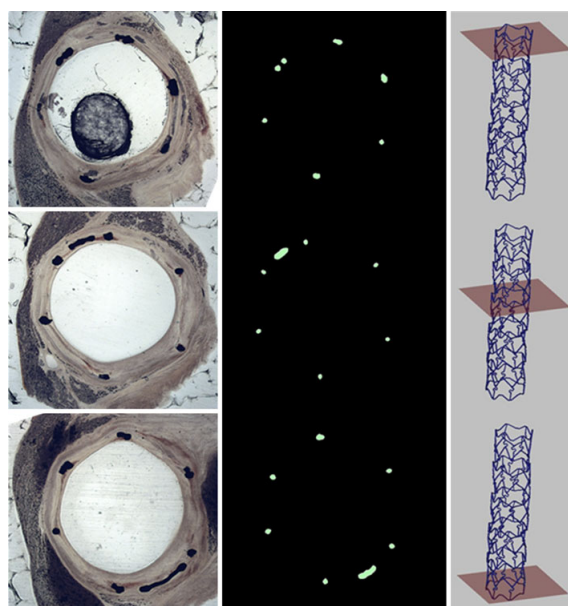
Accoppiamento tra immagini istologiche (a sinistra), sezioni ottenute da *micro-CT* (al centro) e relativa posizione nello stent post-espianto (a destra) [69].
